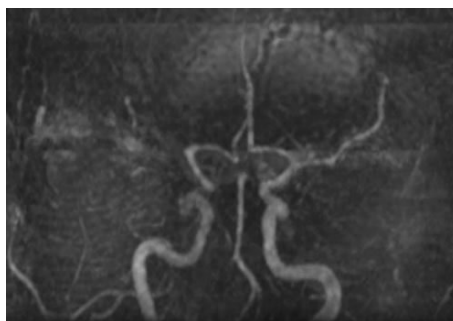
Angio-RM. Oclusión completa de ACM derecha.
